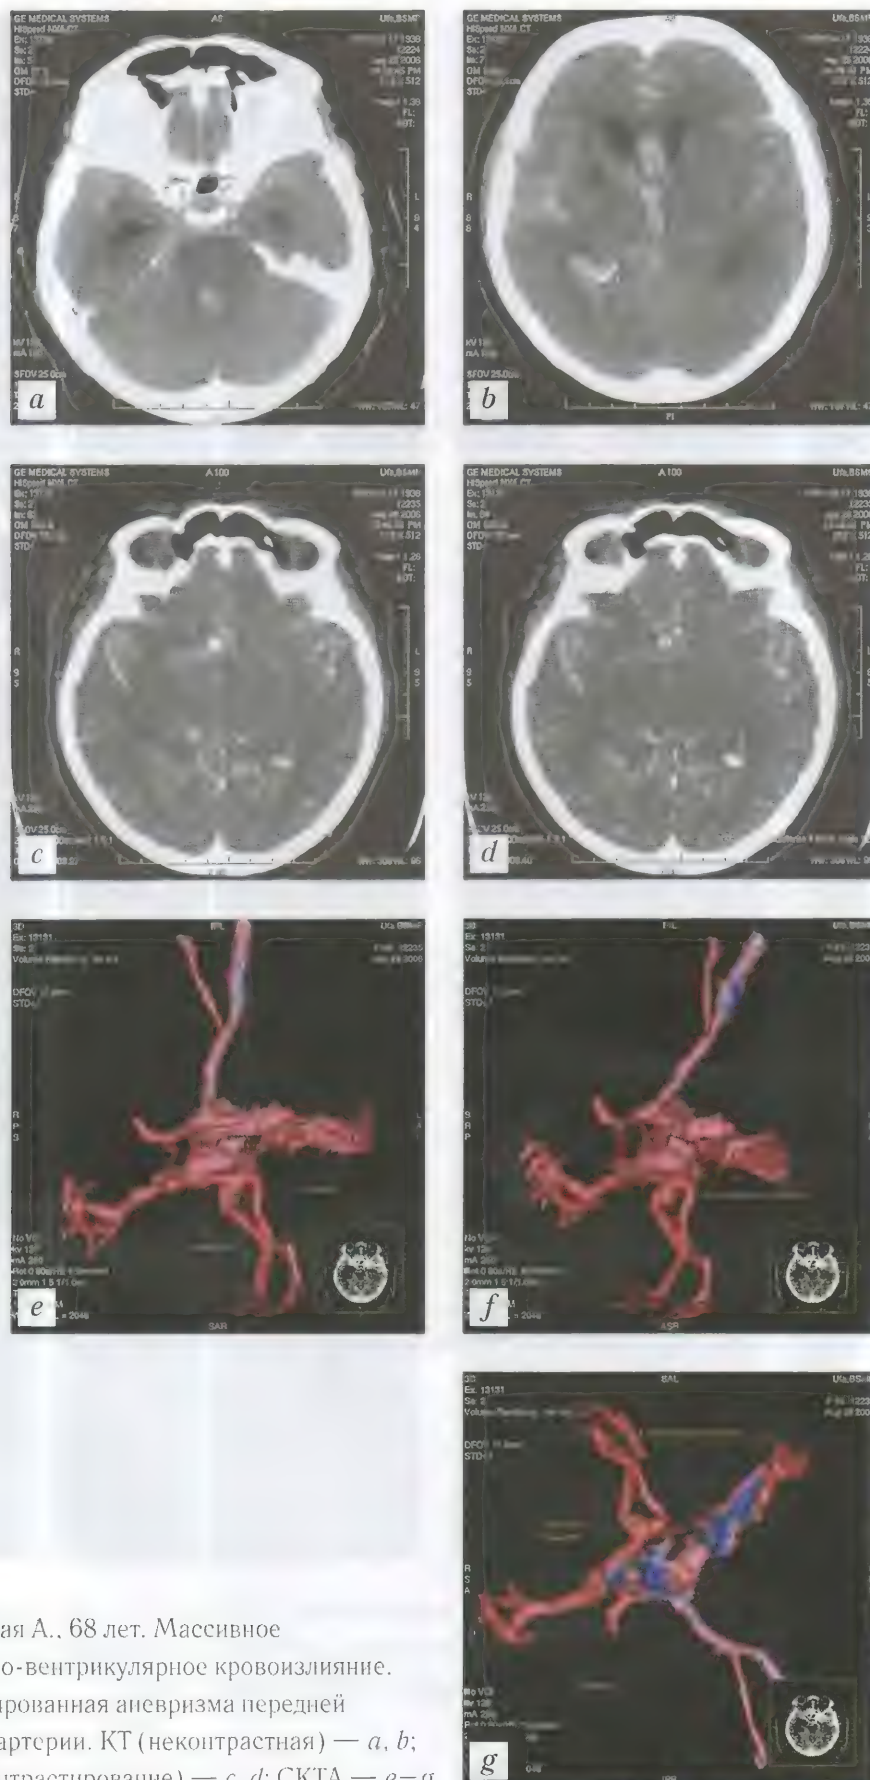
Больная А., 68 лет. Массивное субарахноидально-вентрикулярное кровоизлияние. Частично тромбированная аневризма передней соединительной артерии. КТ (неконтрастная) — *a, b*; КТ (болюсное контрастирование) — *c, d*; СКТА — *e–g*
